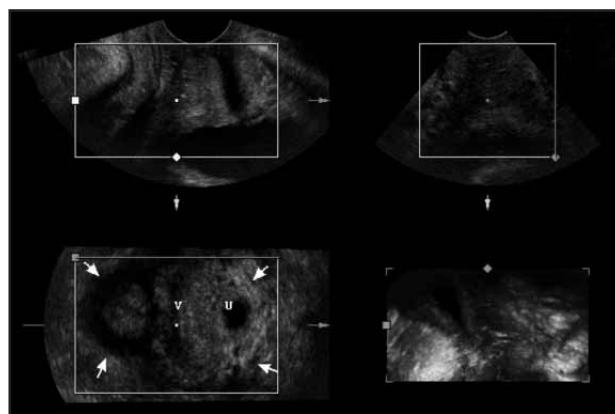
La ecografía 3D, permite la obtención del plano axial, en el que podemos observar la relación de las estructuras anatómicas del suelo pélvico
